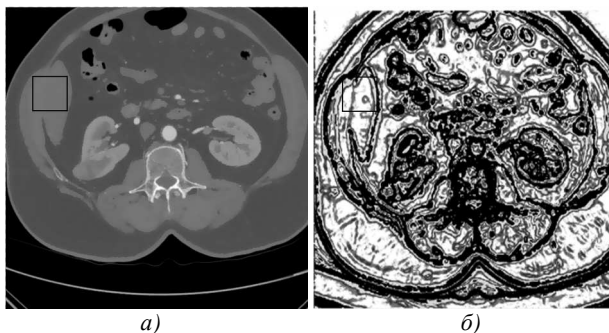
Результат работы функции детектора границ $g(\mathbf{u})$: а) КТ-изображение после применения фильтра анизотропной диффузии; б) отображение значений функции $g(\mathbf{u})$, белые области соответствуют однородным участкам изображения, чёрные области – граничные области между сегментами
